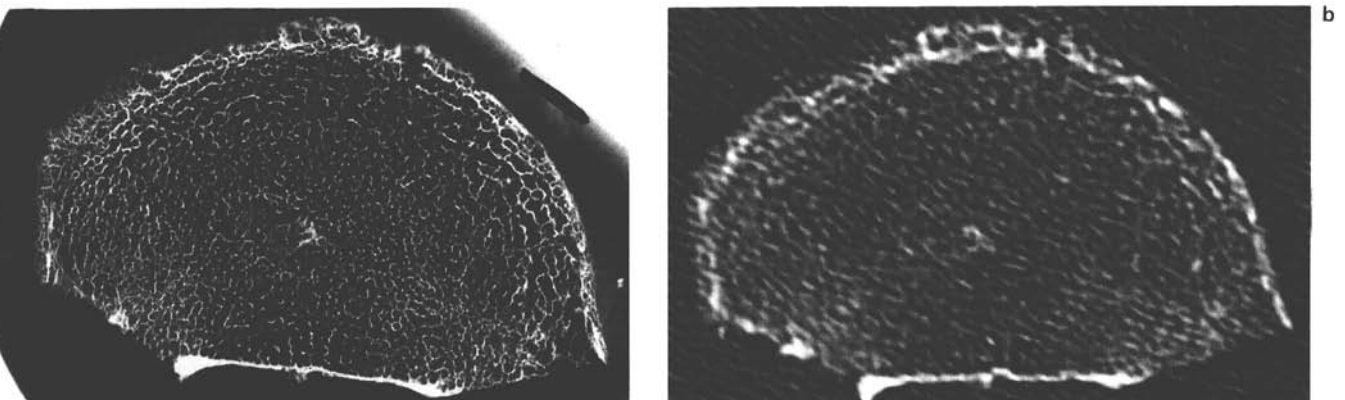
1-mm-Schnitt ([a] Kontaktradiogramm, [b] korrelierender CT-Schnitt). Bei sehr homogen gebauter Spongiosa im Kontaktradiogramm läßt sich im CT nahezu keine einzelne Struktur abgrenzen, allenfalls die kleine Verdichtungszone in der Mitte des Wirbelkörpers.
